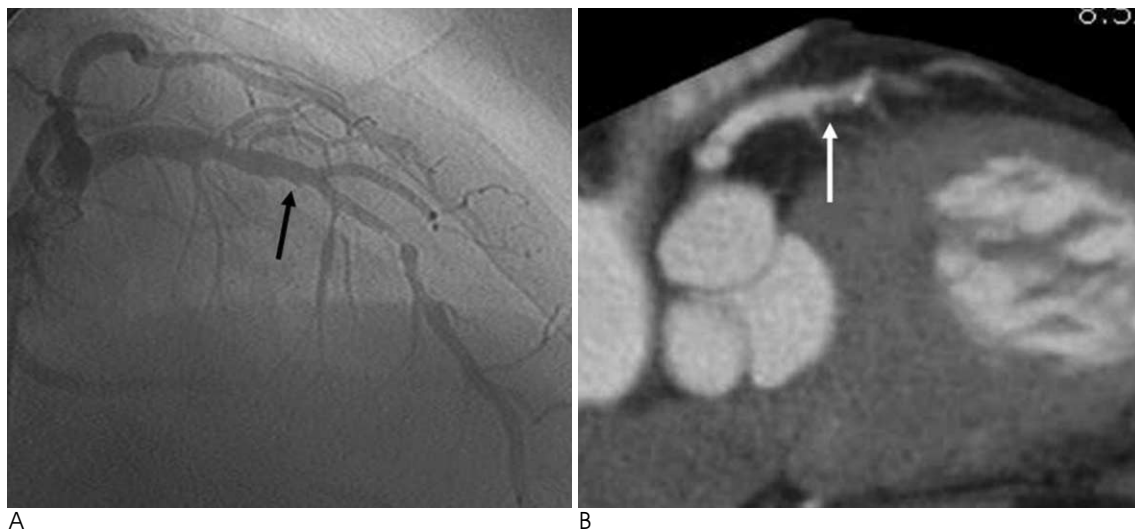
A 69-year-old man with atypical chest pain over 7 days duration. Invasive coronary angiography (A) shows hazy irregular lesion (dark arrow), with punctuate zone of ulceration (arrow) in middle segment of LAD. CTA (B) demonstrates the LAD lesion as irregular and eccentric low density plaque with intra-plaque contrast penetration indicative of ulceration (arrow).
